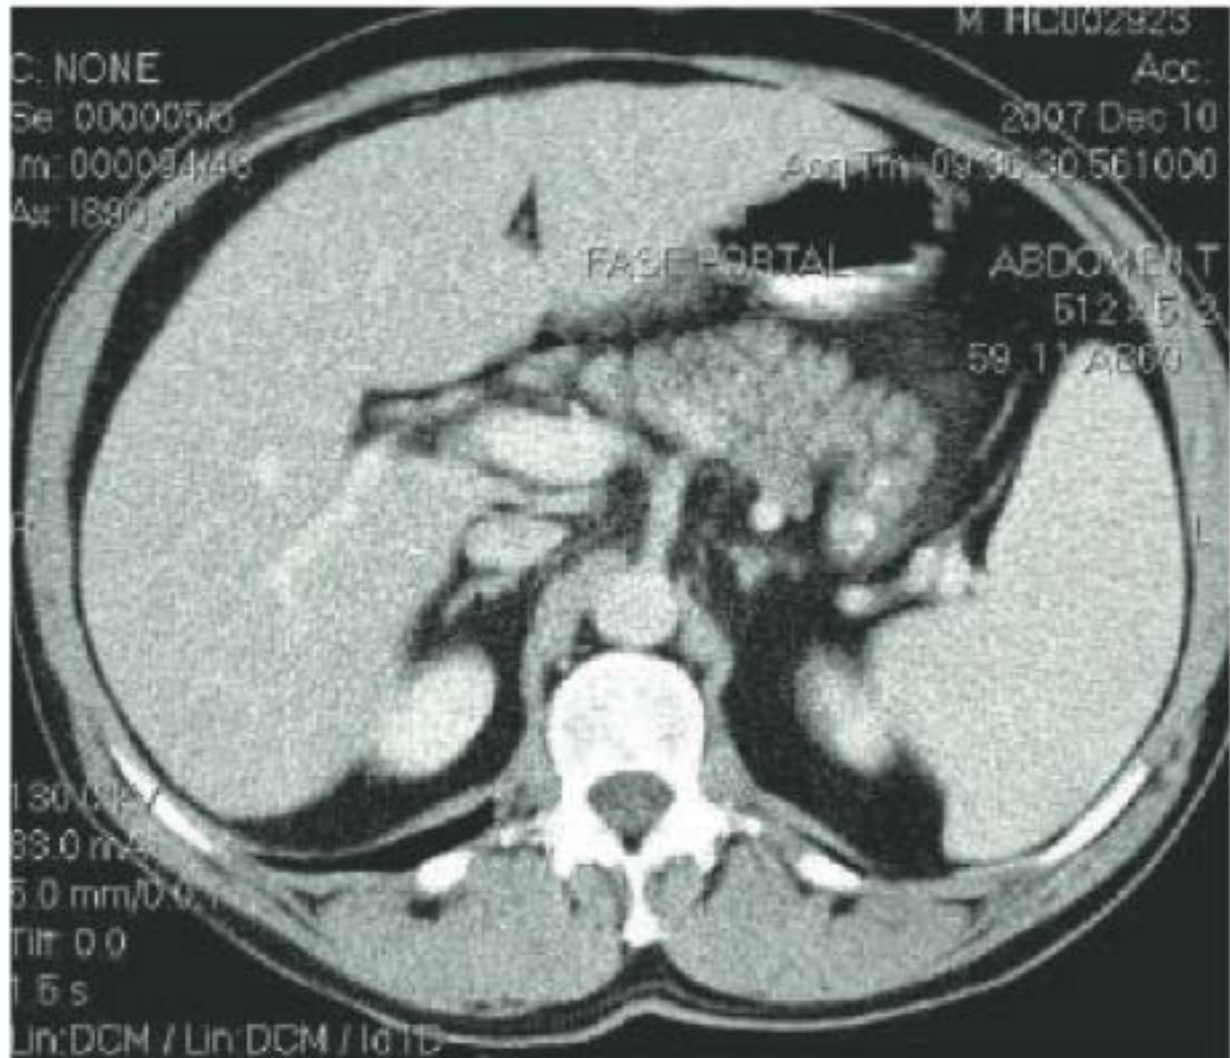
Tomografia computadorizada (TC) de abdome com leve edema pancreático.
